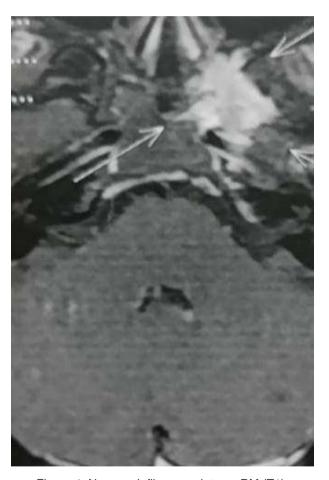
Nasoangiofibroma, visto na RM (T1).
